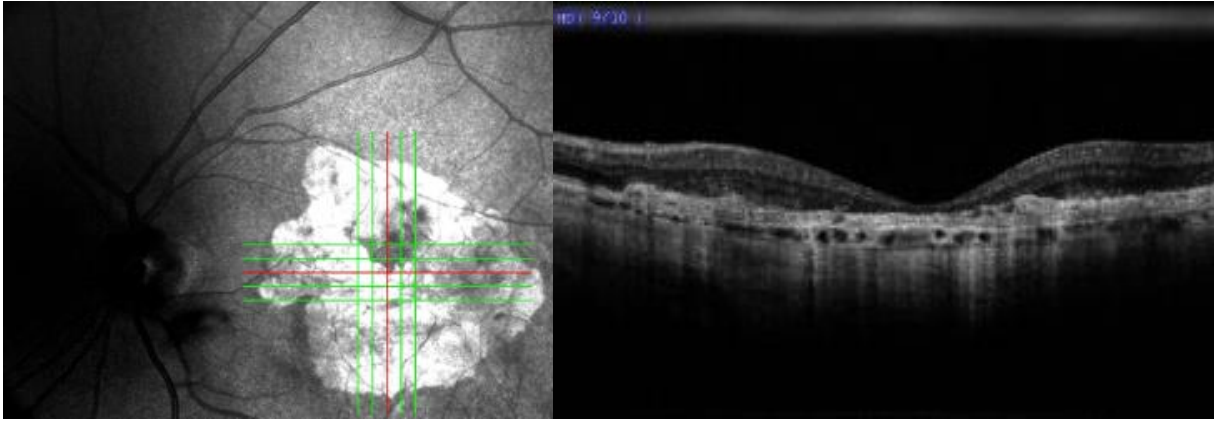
ve Şekil 9b’de ise sol göze subfoveal KNV nedeniyle 3 doz İVR enjeksiyonu uygulanmış ve 6. ayında nüks saptanıp tekrar enjeksiyon yapılan hastanın tedavi öncesi çekilmiş fundus fotoğrafı, anjiografisi, Şekil 10’da ise tedavi sonrası OKT görüntüsü izlenmektedir. Olguda tedavi sonrası skar oluşumunu görüyoruz.
